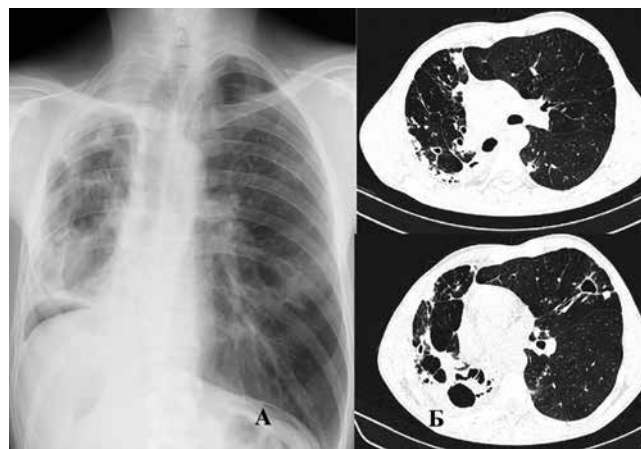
Пациент Ш. Обзорная рентгенография грудной клетки (А) и КТ ОГК (Б) при поступлении
